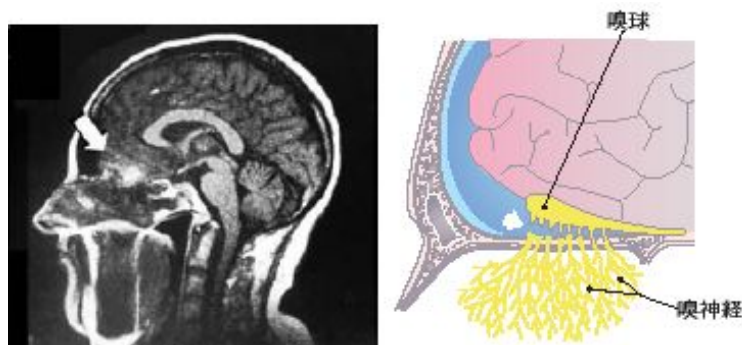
頭部外傷後の嗅覚脱失例の脳 MRI 所見(左図・矢印が傷害箇所)と頭部外傷時の嗅神経切断のシエーマ(右図)
